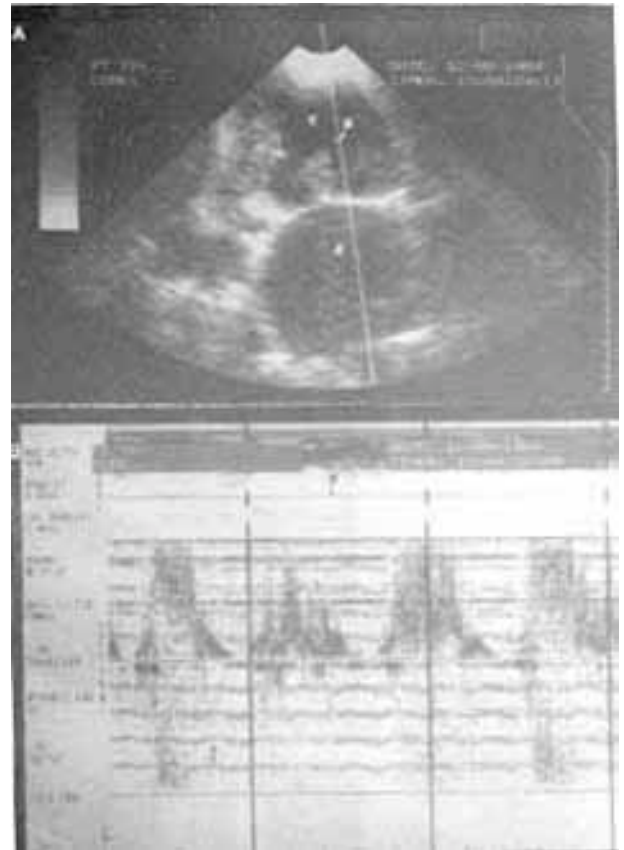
Estenose mitral. A: Ecocardiograma bidimensional obtido desde o ápex, mostrando um corte de quatro câmaras. O volume amostra do eco Doppler (VA) encontra-se na via de entrada do ventrículo esquerdo (VE), distal à valva mitral. Observa-se, também, o átrio esquerdo (AE) dilatado. B: Doppler espectral correspondente à figura anterior, mostrando intensa turbulência diastólica (seta) devida à estenose mitral.
